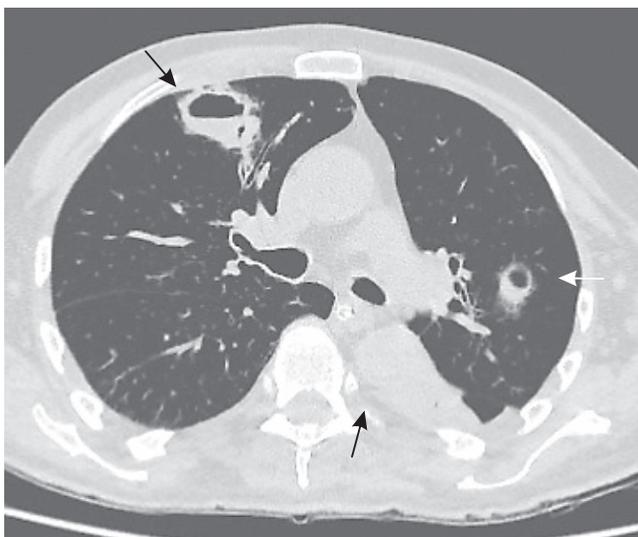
Пациент А., 59 лет. Острое отравление метанолом. Бесконтрастная СКТ груди: в обоих легких разнокалиберные полости абсцессов с небольшими уровнями жидкости (дренируемые) и периполостной инфильтрацией. Ателектаз нижней доли левого легкого
